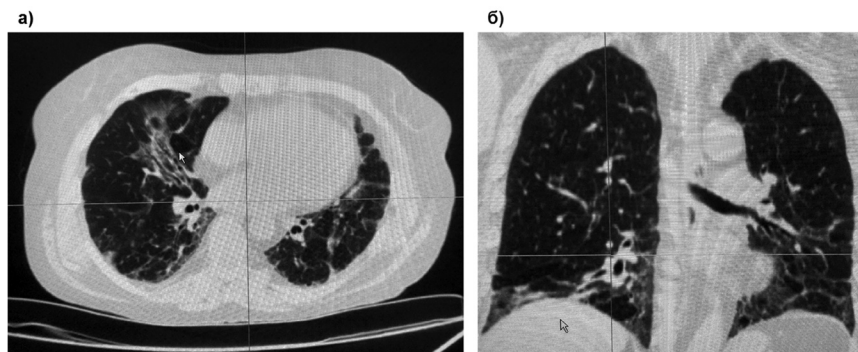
КТ грудной клетки больной профессиональным хроническим экзогенным аллергическим альвеолитом:
